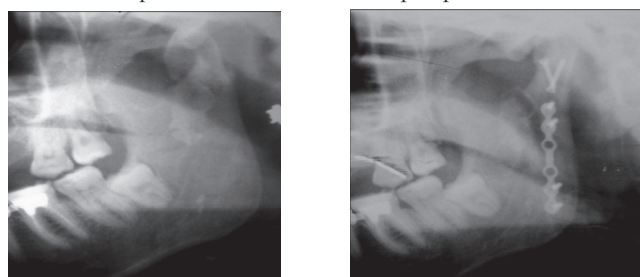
1 – рентгенограмма пациента до операции;
